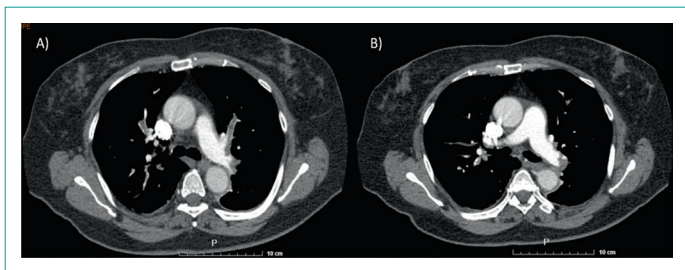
Imagen por Angiotomografía computarizada en corte axial a nivel de la bifurcación de ramas de arteria pulmonar. A, B) Se aprecian imágenes de trombo en ambas ramas de arteria pulmonar.
